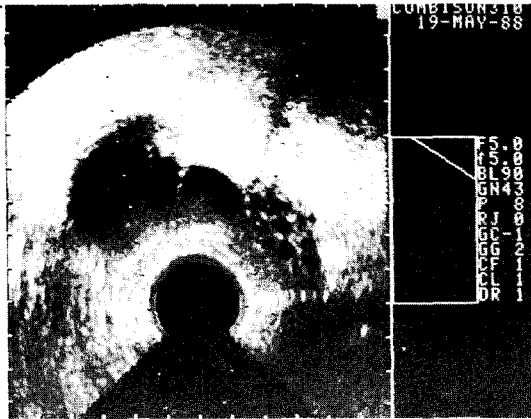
Transvaginal ultrasonograph of right ovarian cyst in patient No. 34-just prior to transvaginal aspiration.
